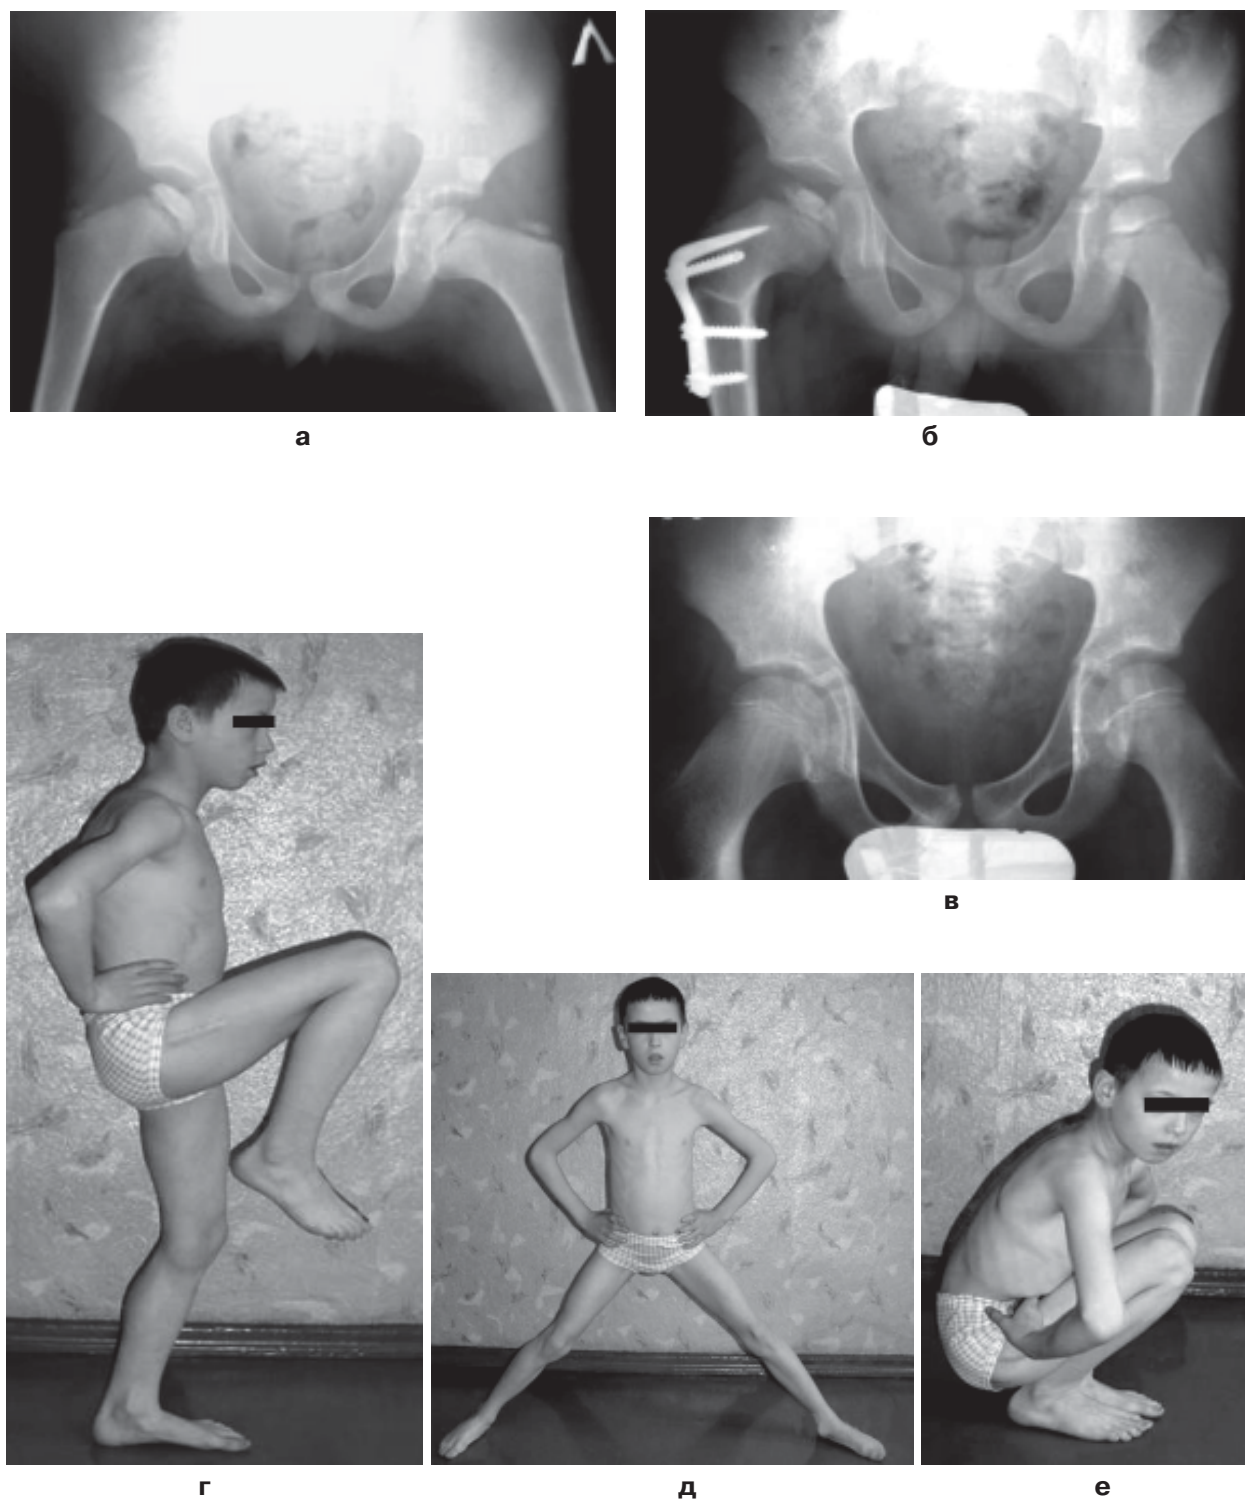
Больной Г. Диагноз: болезнь Легга-Кальве-Пертеса справа, IV группа по Catterall, II стадия. а – рентгенограмма до операции (в возрасте 5 лет); б – после операции – корригирующей деторсионно-варизирующей остеотомии правого бедра в сочетании с туннелизацией шейки правого бедра с применением активированной аутоспонгиозы; в – через 5 лет после операции (в возрасте 10 лет): восстановление структуры и формы головки бедра; г, д, е – функциональный результат.
